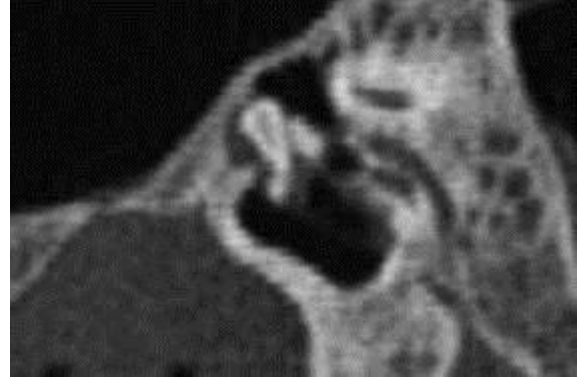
Sección radiológica por TC.
